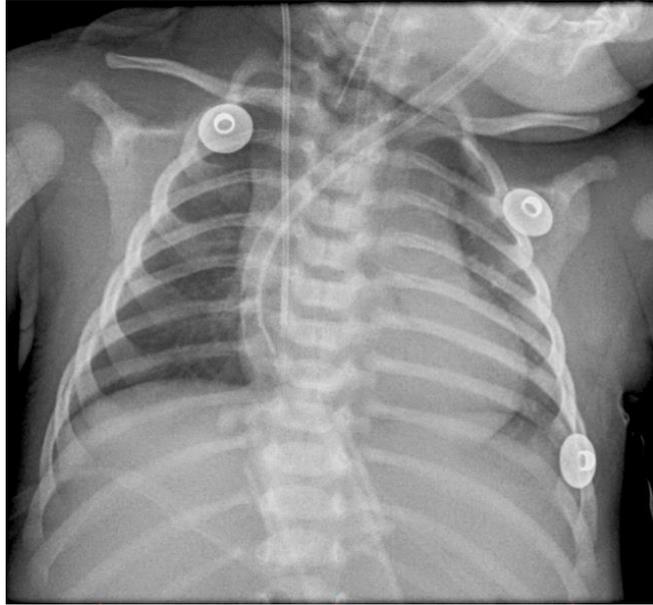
Radiografía de tórax portátil anteroposterior
